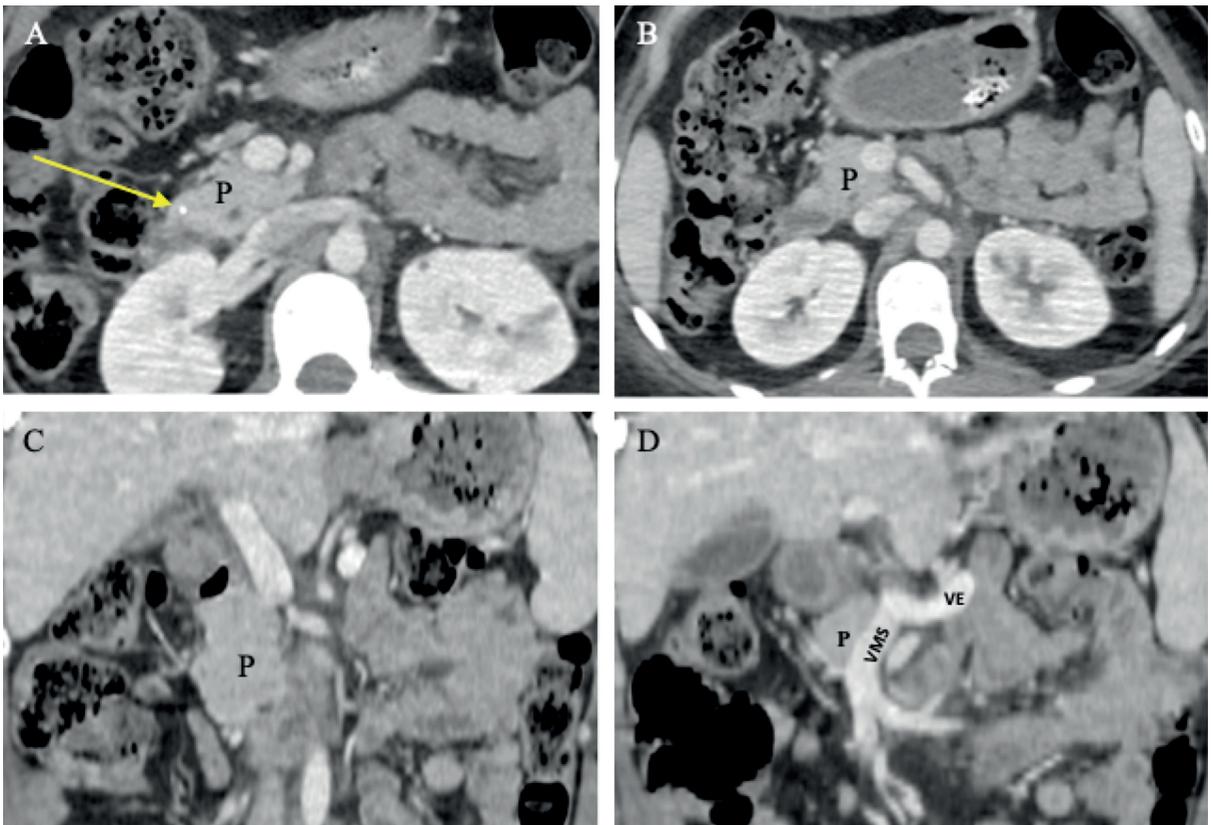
TC con contraste en fase portal. Cortes axiales (A y B). Cortes coronales (C y D). Se identifica calcificación intrapancreática (flecha). Porción cefálica del páncreas (P) con densidad habitual y realce homogéneo. Segmentos corporal y caudal ausentes. VMS: vena mesentérica superior; VE: vena esplénica
